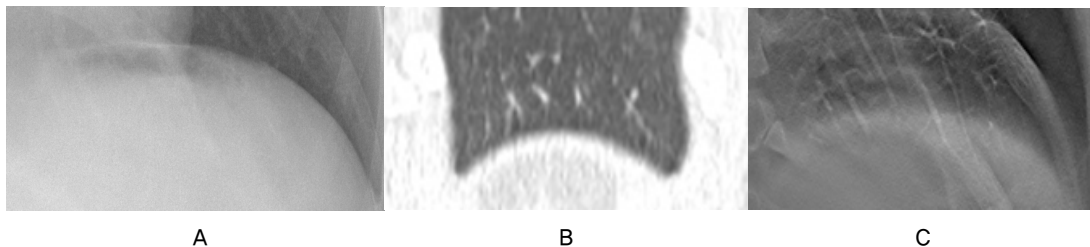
A comparison between the Rt lower lobar segmental branches of pulmonary arteries and veins in the Retrogastric area. Simple Radiograph(A), Low-dose CT(B), Tomosynthesis(C).
